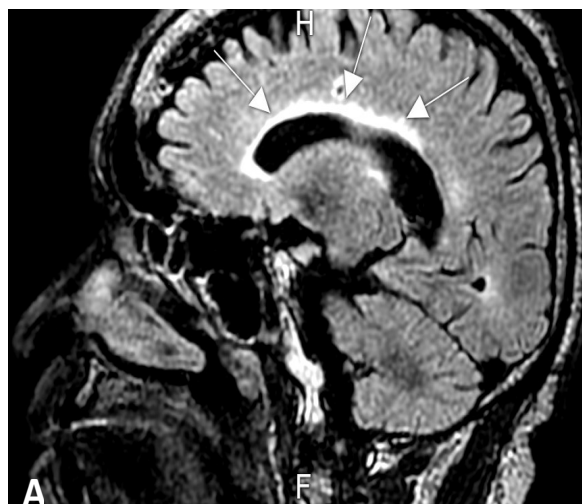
IRM coupe sagittale en FLAIR : leucoaraïose : hypersignal de la substance blanche péri ventriculaire
